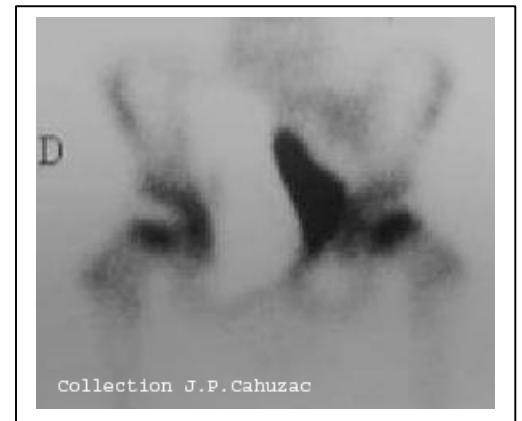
Trou de fixation scintigraphique correspondant à l'ischémie.
